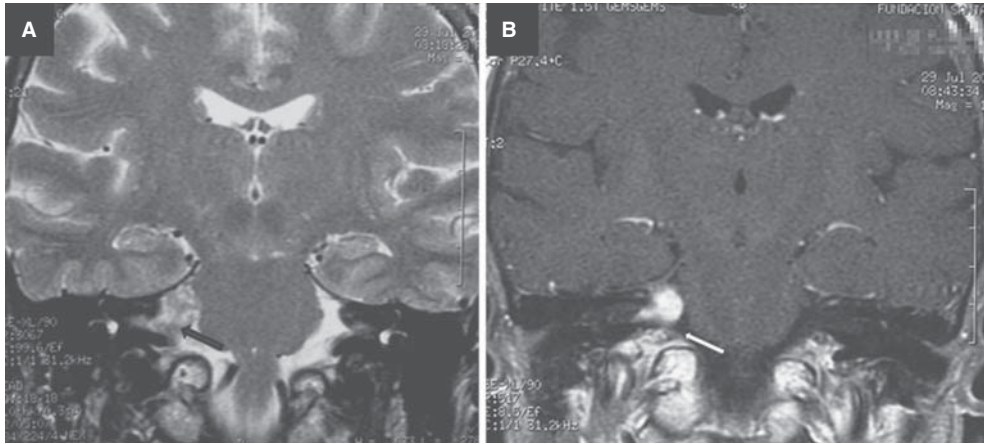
Neurinoma del nervio acústico en el conducto auditivo interno y cisterna del ángulo pontocerebeloso derecho. A) RM coronal eco de espín con información T2. B) Resonancia magnética eco de espín con información T1 con medio de contraste.
